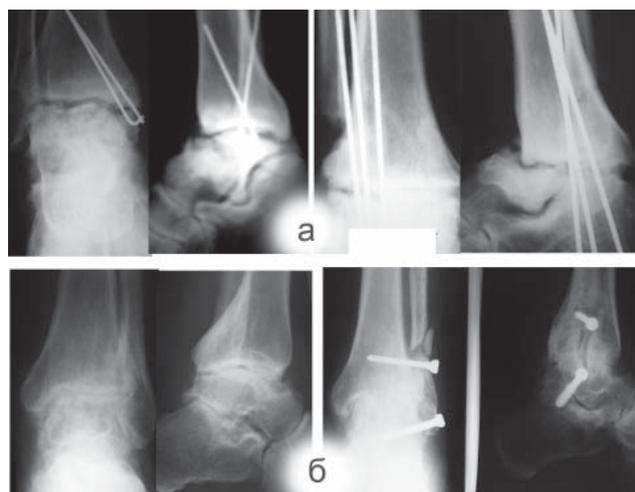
Пример эффективности фрезевой костной пластики (б) в сравнении с резекционной костной пластикой (а). У обоих больных «Посттравматический ДОО в результате перелома таранной кости с формированием асептических изменений в таранной кости». а) Больной У., 34 г. рентгенограммы до операции «артродеза» и через 2 года после резекционного артродеза. б) Больной Ш. 43 г. До операции «фрезевого артродеза» и через 3 мес. - артродез состоялся.
